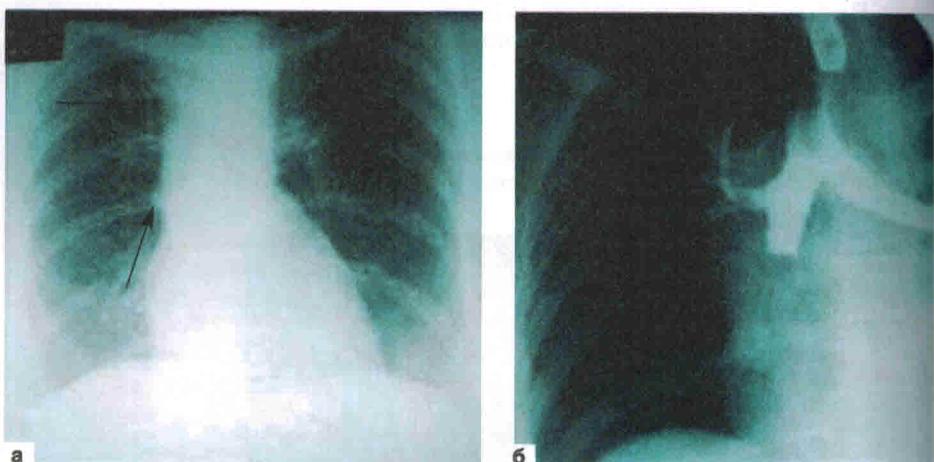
Фиброма промежуточного бронха: а — прямая обзорная рентгенограмма грудной клетки: правое легкое уменьшено в размерах; нижняя доля в ателектазе, средняя — в состоянии гиповентиляции. Обе доли смещены вниз и медиально. Воздушность правого легкого обусловлена верхней долей и частично средней долей; сосуды доли разряжены, сосуды переднего сегмента смещены книзу, занимают нижние отделы легкого вместе с сосудами средней доли, которые сближены. Органы средостения умеренно смещены вправо; б — фрагмент обзорной бронхограммы правого легкого: «культа» промежуточного бронха имеет четкий, прямой и ровный контур
